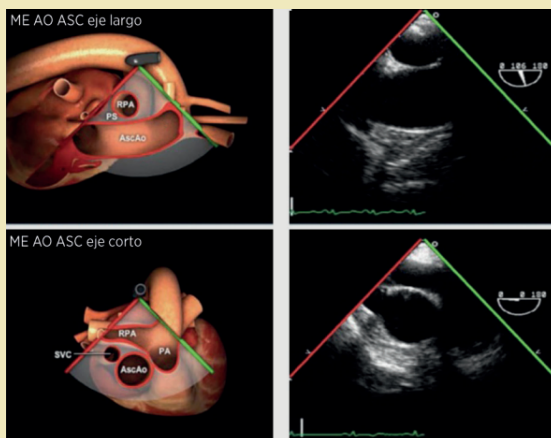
Principio de la Ecocardiografía Transesofágica (ETE) intraoperatoria. Las imágenes de la izquierda muestran la posición de la sonda esofágica en relación con las estructuras cardíacas (eje largo y eje corto). Las imágenes de la derecha muestran las vistas de ultrasonido correspondientes que el anestesiólogo utiliza para la monitorización hemodinámica y el diagnóstico. Fuente: Vives M. Ecografía transesofágica [Internet]. Ferrer; 2023
